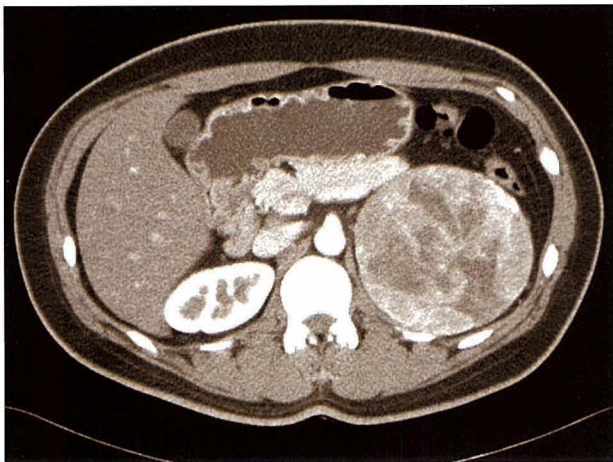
Abdominal CT shows about 11x9cm sized heterogenous and well circumscribed mass on left adrenal area.
